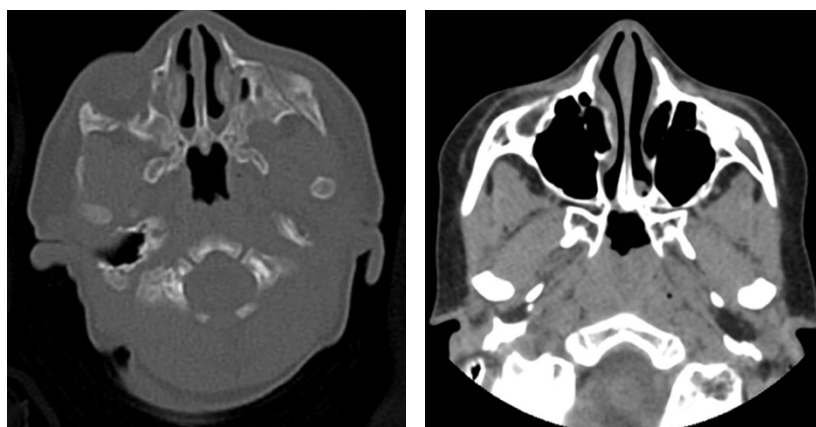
TC sem contraste no plano axial
